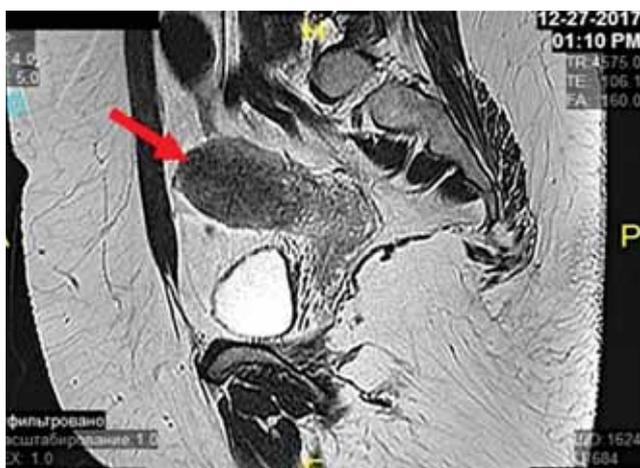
Магнитно-резонансная томография органов малого таза пациентки К. от 27.12.17. Стрелкой указано место в теле матки, где ранее определялось образование в миометрии
